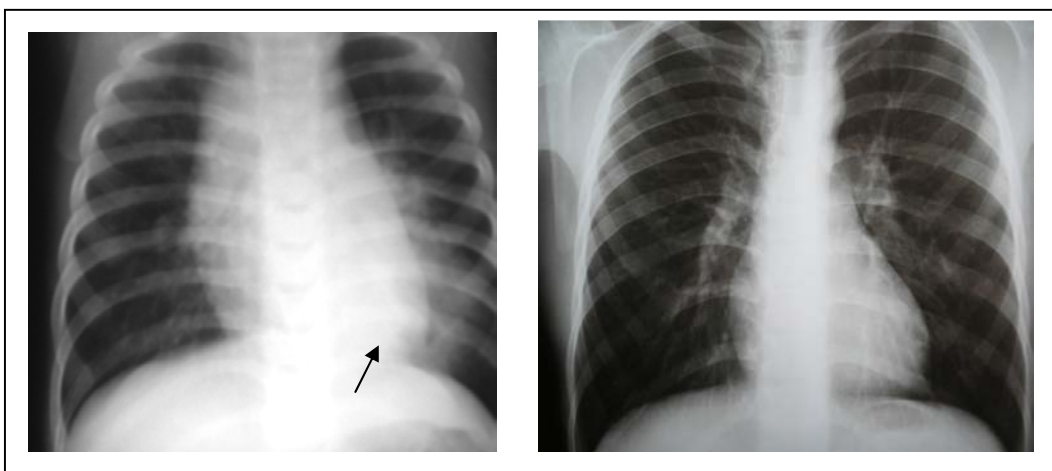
Radiografia do estudo anterior do paciente número 9, com área sugestiva de consolidação (seta)
